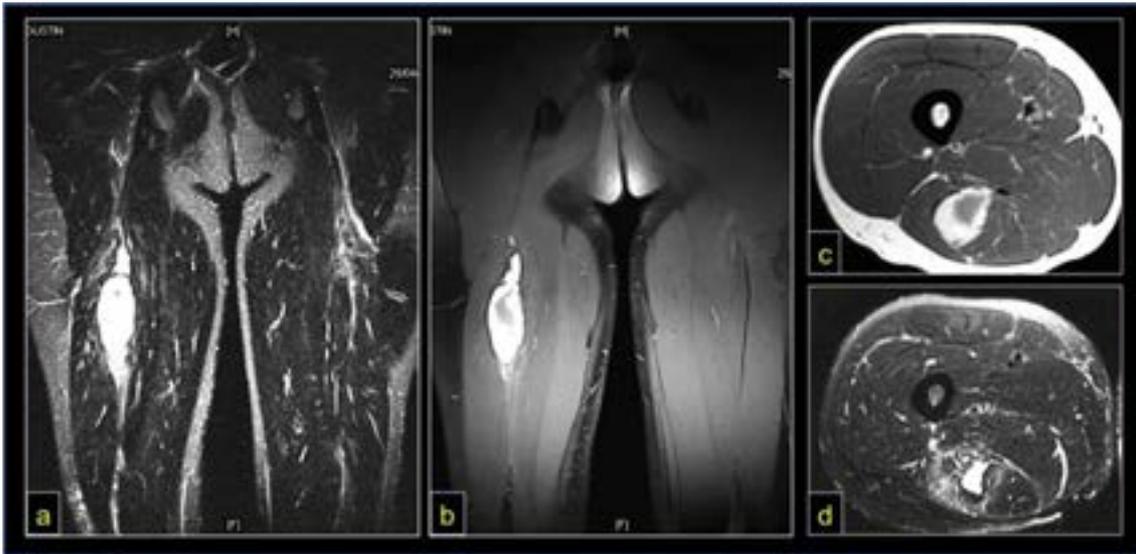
Lesiones por elongación. RM Estadios III ⁵⁵
